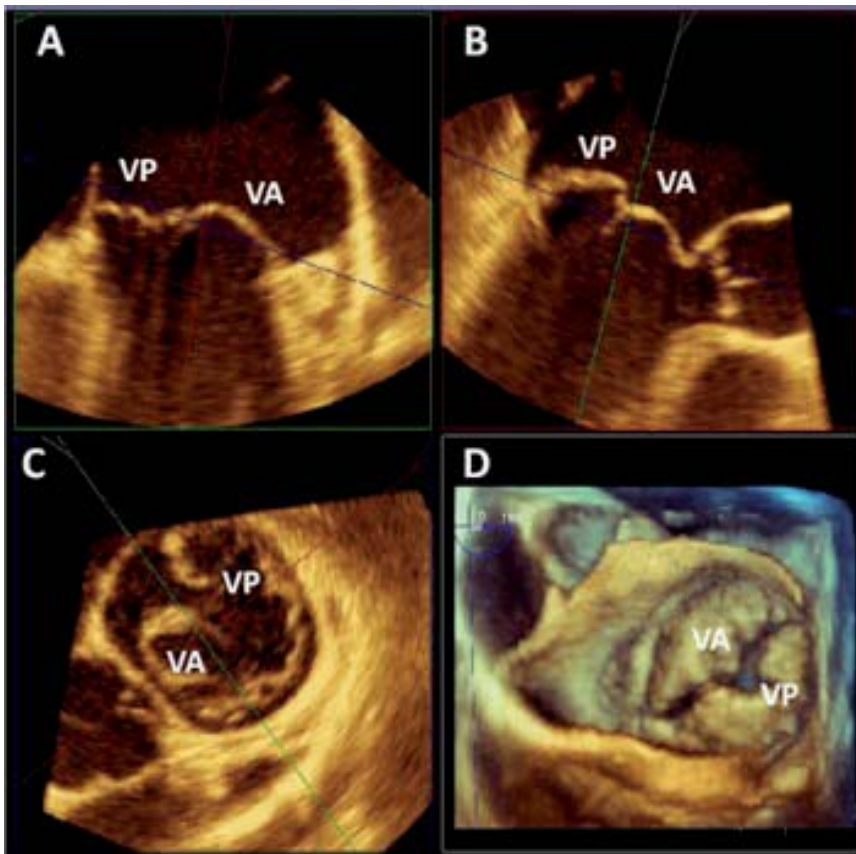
Imagen de ecocardiografía tridimensional (modalidad volumen completo) en la que se visualizan simultáneamente tres planos bidimensionales (A: corte coronal; B: corte sagital; C: corte transversal). D: imagen volumétrica a nivel de los velos mitrales. Mediante la reorientación de estos planos se puede estudiar cada uno de los festones mitrales con una sola adquisición. VA: velo anterior. VP: velo posterior.
